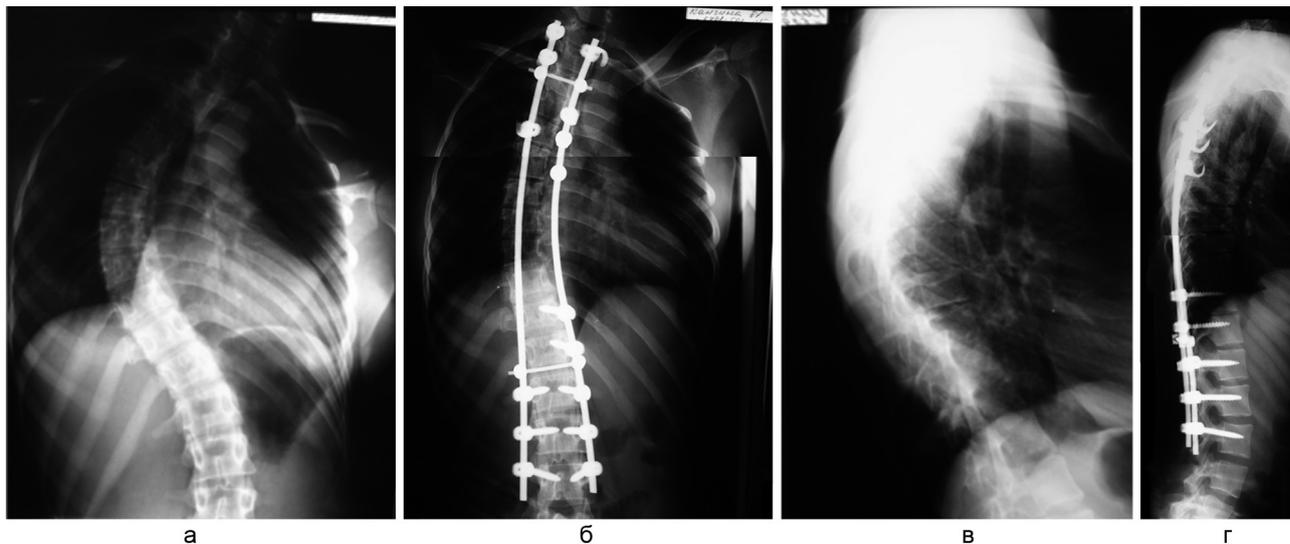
Рентгенограммы позвоночника до (а, в) и после (б, г) лечения. Отмечается коррекция фронтального и сагиттального профиля позвоночника
